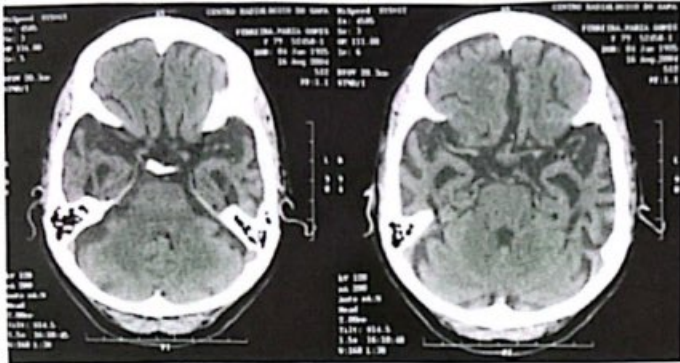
TC de crânio no plano axial sem contraste venoso em topografia da fossa temporal, mostra uma marcada atrofia temporal bilateral.
